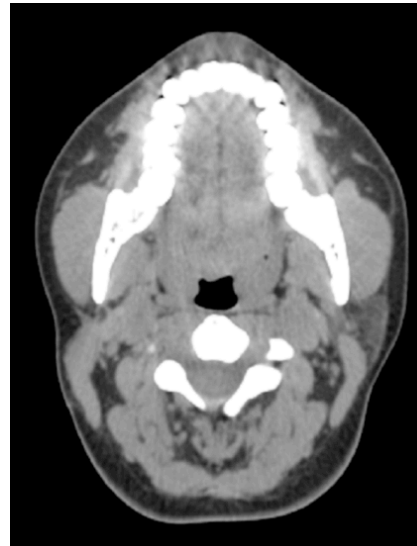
Corte axial en TAC del control a los 14 meses sin presencia de recidiva.
